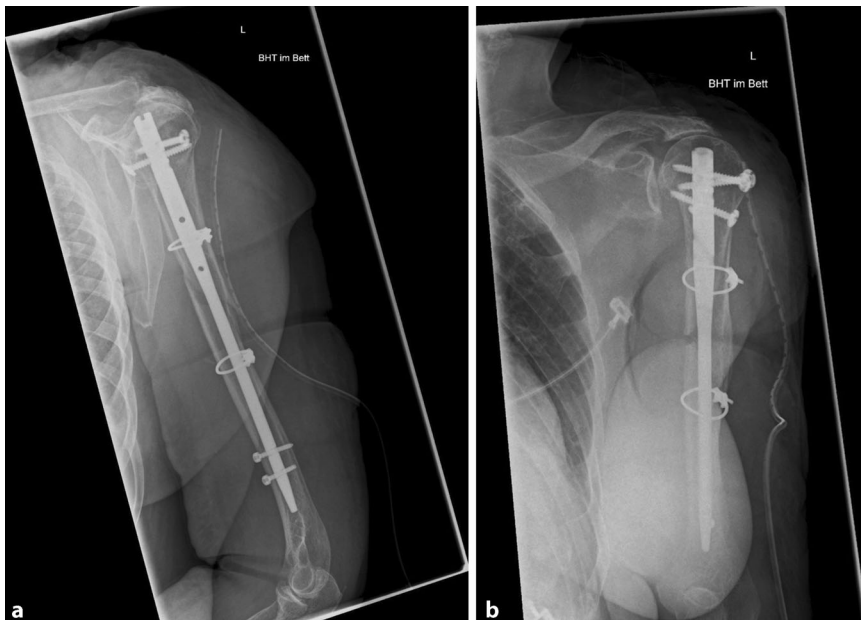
▲ Postoperative Röntgenaufnahme in 2 Ebenen einer operativ versorgten Humerusschaftfraktur mit Marknagelosteosynthese und 2 Cerclagen
